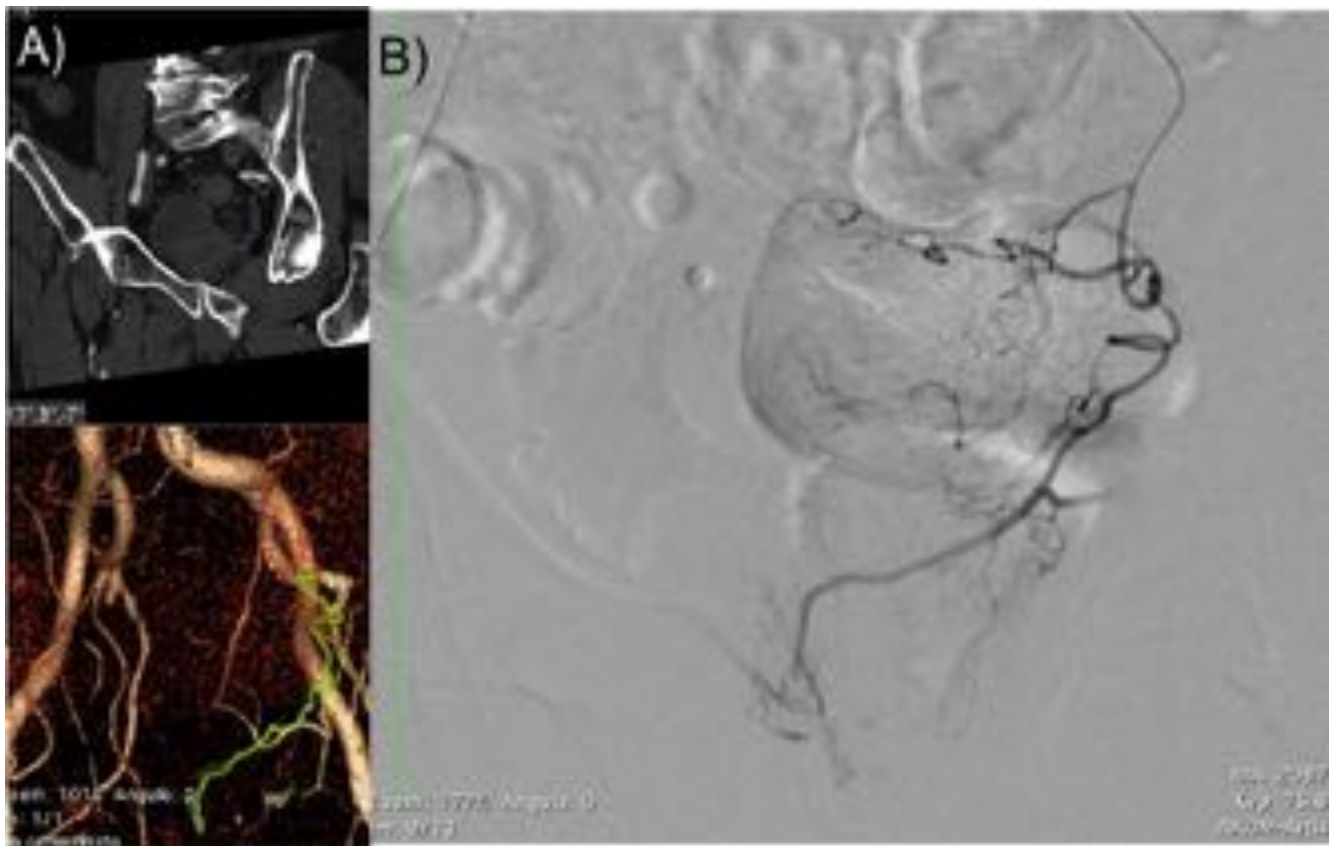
A) Imagen de Angio-CT y reconstrucción 3D realizada mediante un software de postproceso (Vitrea advance) antes de la embolización que muestra la arteria prostática izquierda (línea verde) lo cual nos permite marcar las arterias prostáticas y nos ayuda a colocar el arco de rayos posteriormente en la sala de intervencionismo. B) Imagen de sustracción digital durante la angiografía realizada en la embolización de la arteria prostática izquierda, misma imagen que en A.
